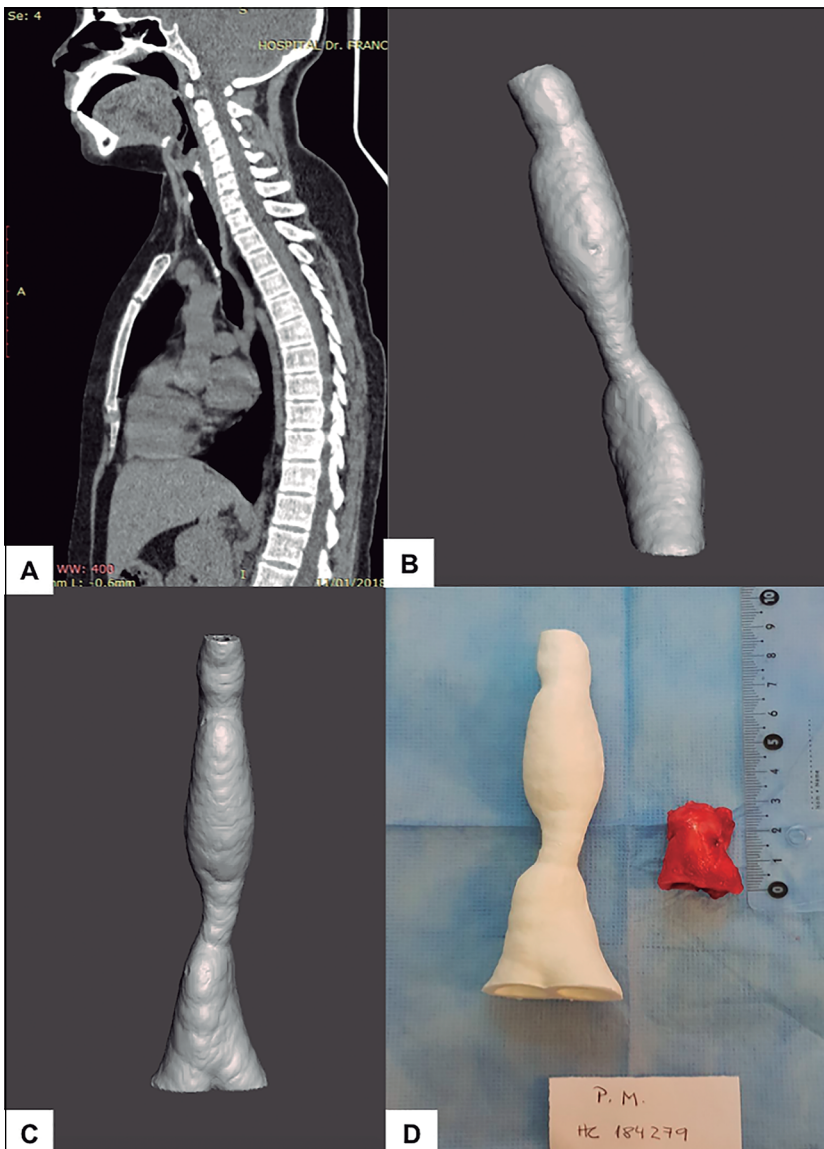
A) Tomografía computada que muestra estenosis traqueal en vista sagital; B) Reconstrucción computarizada en 3D a partir de imagen obtenida; C) Reconstrucción en 3D de estenosis y D) Modelo impreso y pieza de resección traqueal.
